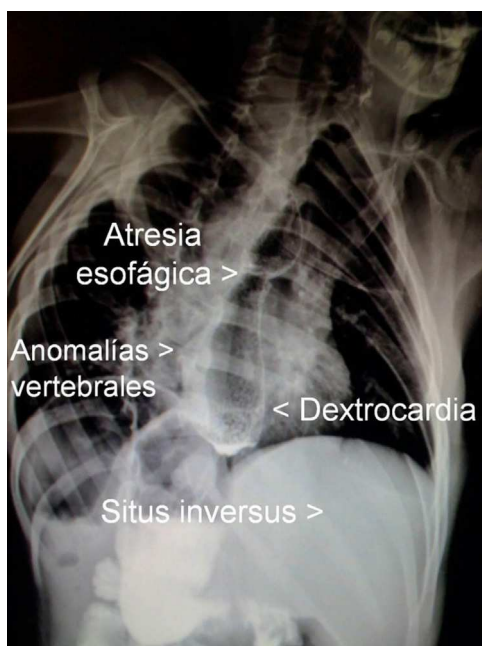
Radiografía de tórax y abdomen señalando las alteraciones encontradas en la asociación VACTERL.
